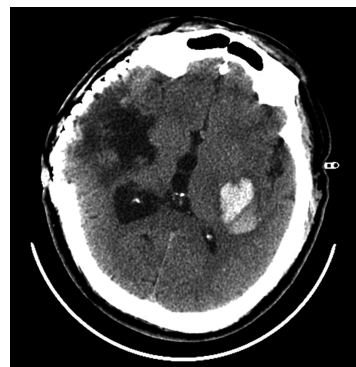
入院前 CT(2023 年 11 月 16 日)
